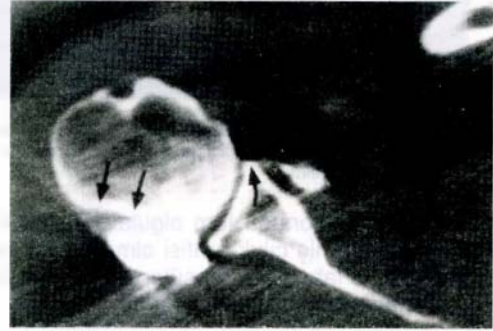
Mid glenoid seviyede, Anterior labral ayrışması olan çift kontrast omuz aksiyel BT örneği. 1. Anterior glenoid kenara oturmuş kontrast madde. Anterior labral ayrışmaya bağlı, 2. Posterior glenoid kenarda doluş defekti anatomik yerinde olan posterior labruma bağlı
